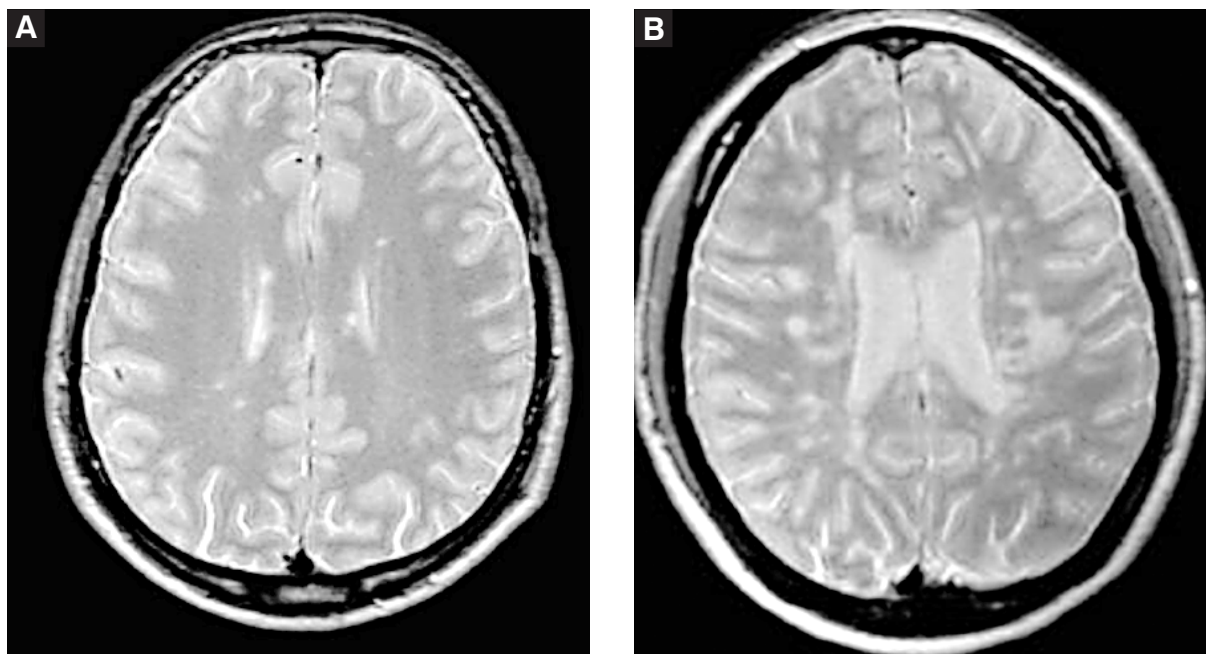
Obraz rezonansowy u chorych z pierwotnie postępującym typem SM znacznie różni się od pozostałych postaci SM. W badaniu MRI głowy charakterystyczne są:
